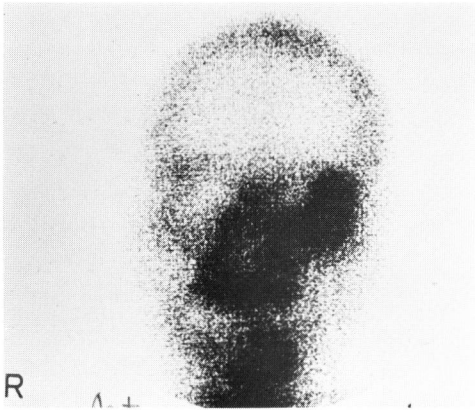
Bone scintigraphy of case 4 (1976. 5. 18.)—Increased radioactivity in lt. orbit.
